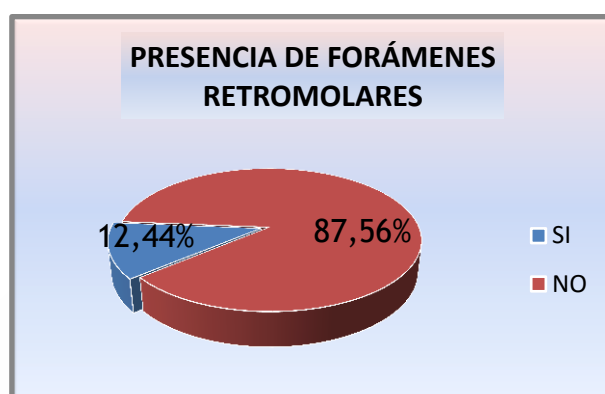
Prevalencia de forámenes retromolares en tomografía computarizada de haz cónico.
